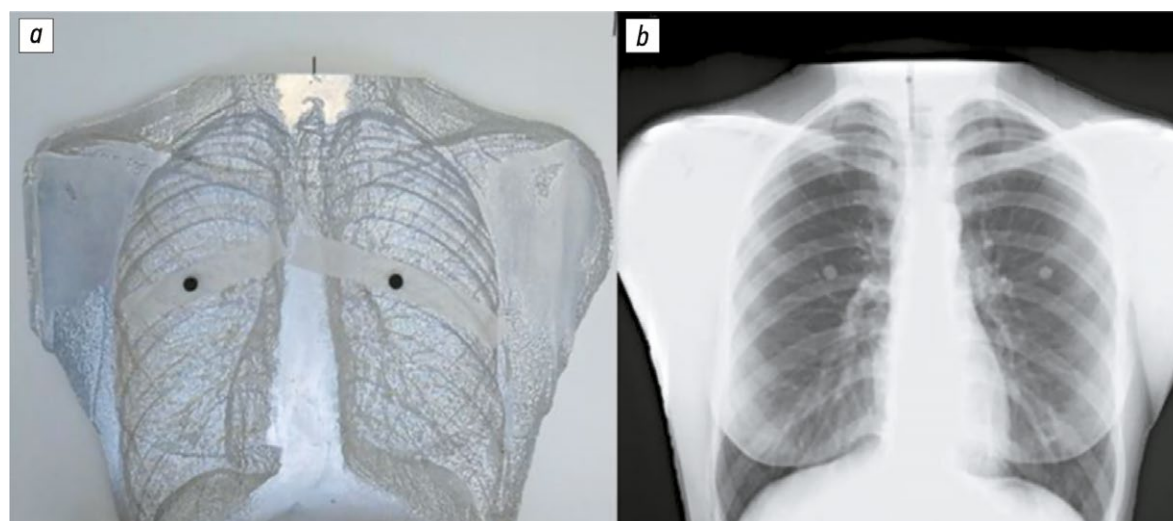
Фантом (*a*) и его рентгенограмма (*b*) с фиксированными тест-объектами, имитирующими кальцинированные очаги диаметром 10 мм.
